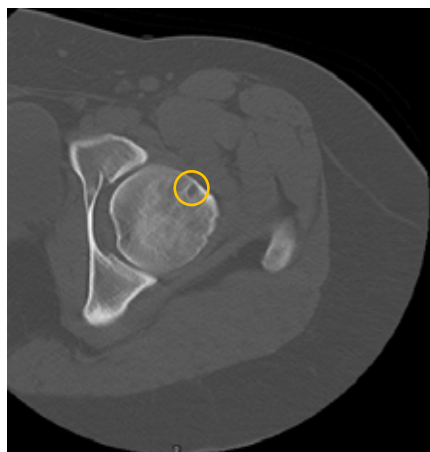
TAC pélvica – pequena lesão cística de 5mm na zona ântero-lateral da cabeça femoral
